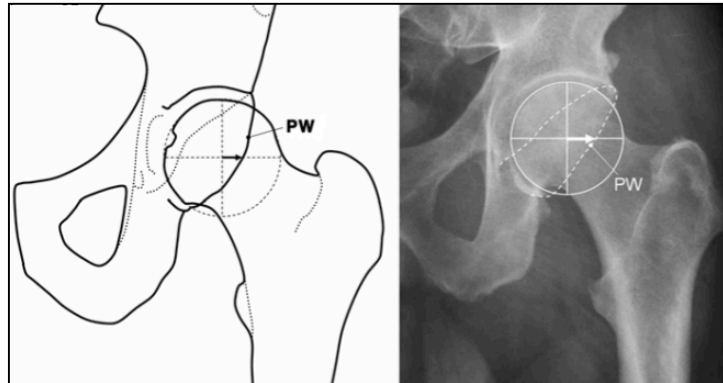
Imagen que muestra una pared posterior (PW) muy prominente (signo del muro posterior) (Tomado de *Tannast M et al. Femoroacetabular impingement: radiographic diagnosis-what the radiologist should know. AJR Am J Roentgenol 2007;188:1540-52*).
